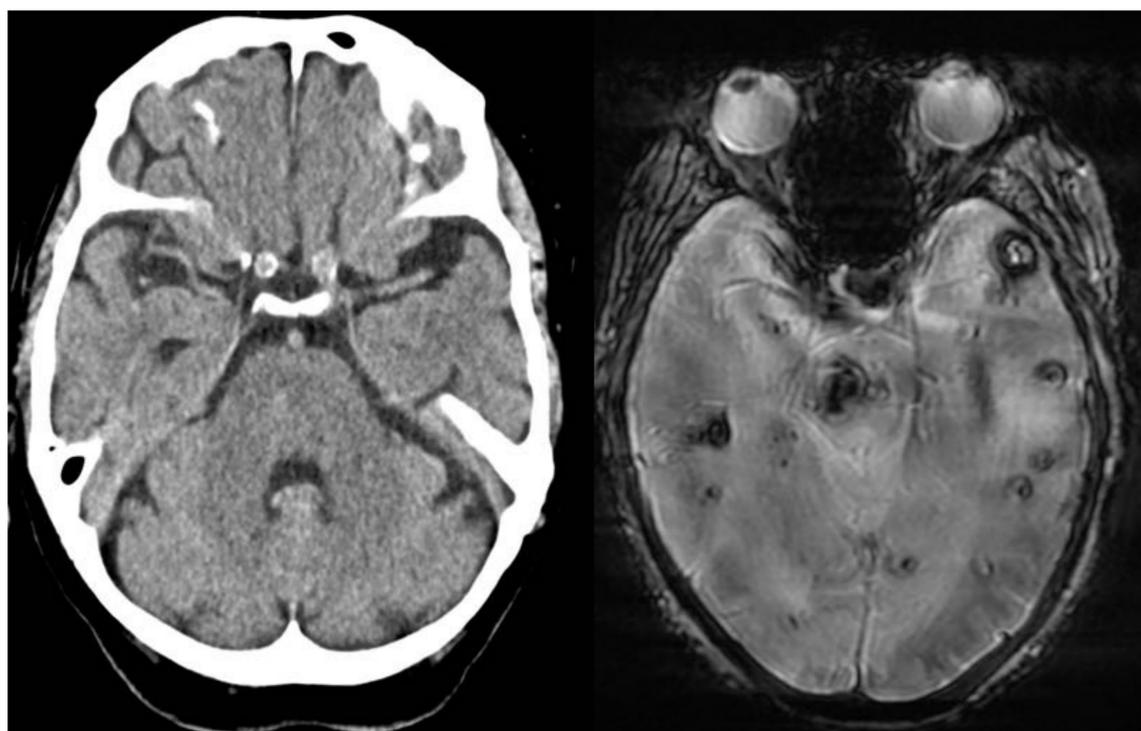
TC sin CIV sin alteraciones con RM del mismo paciente que muestra múltiples lesiones
